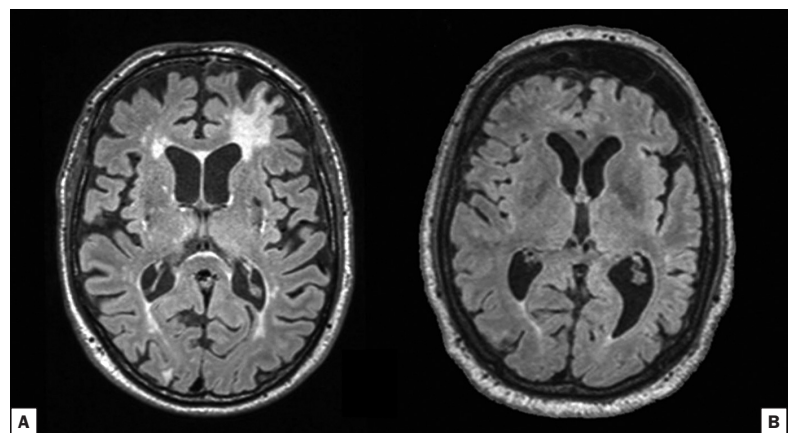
MRI des Gehirns (FLAIR-Sequenz) bei zwei über 80-jährigen Frauen.
